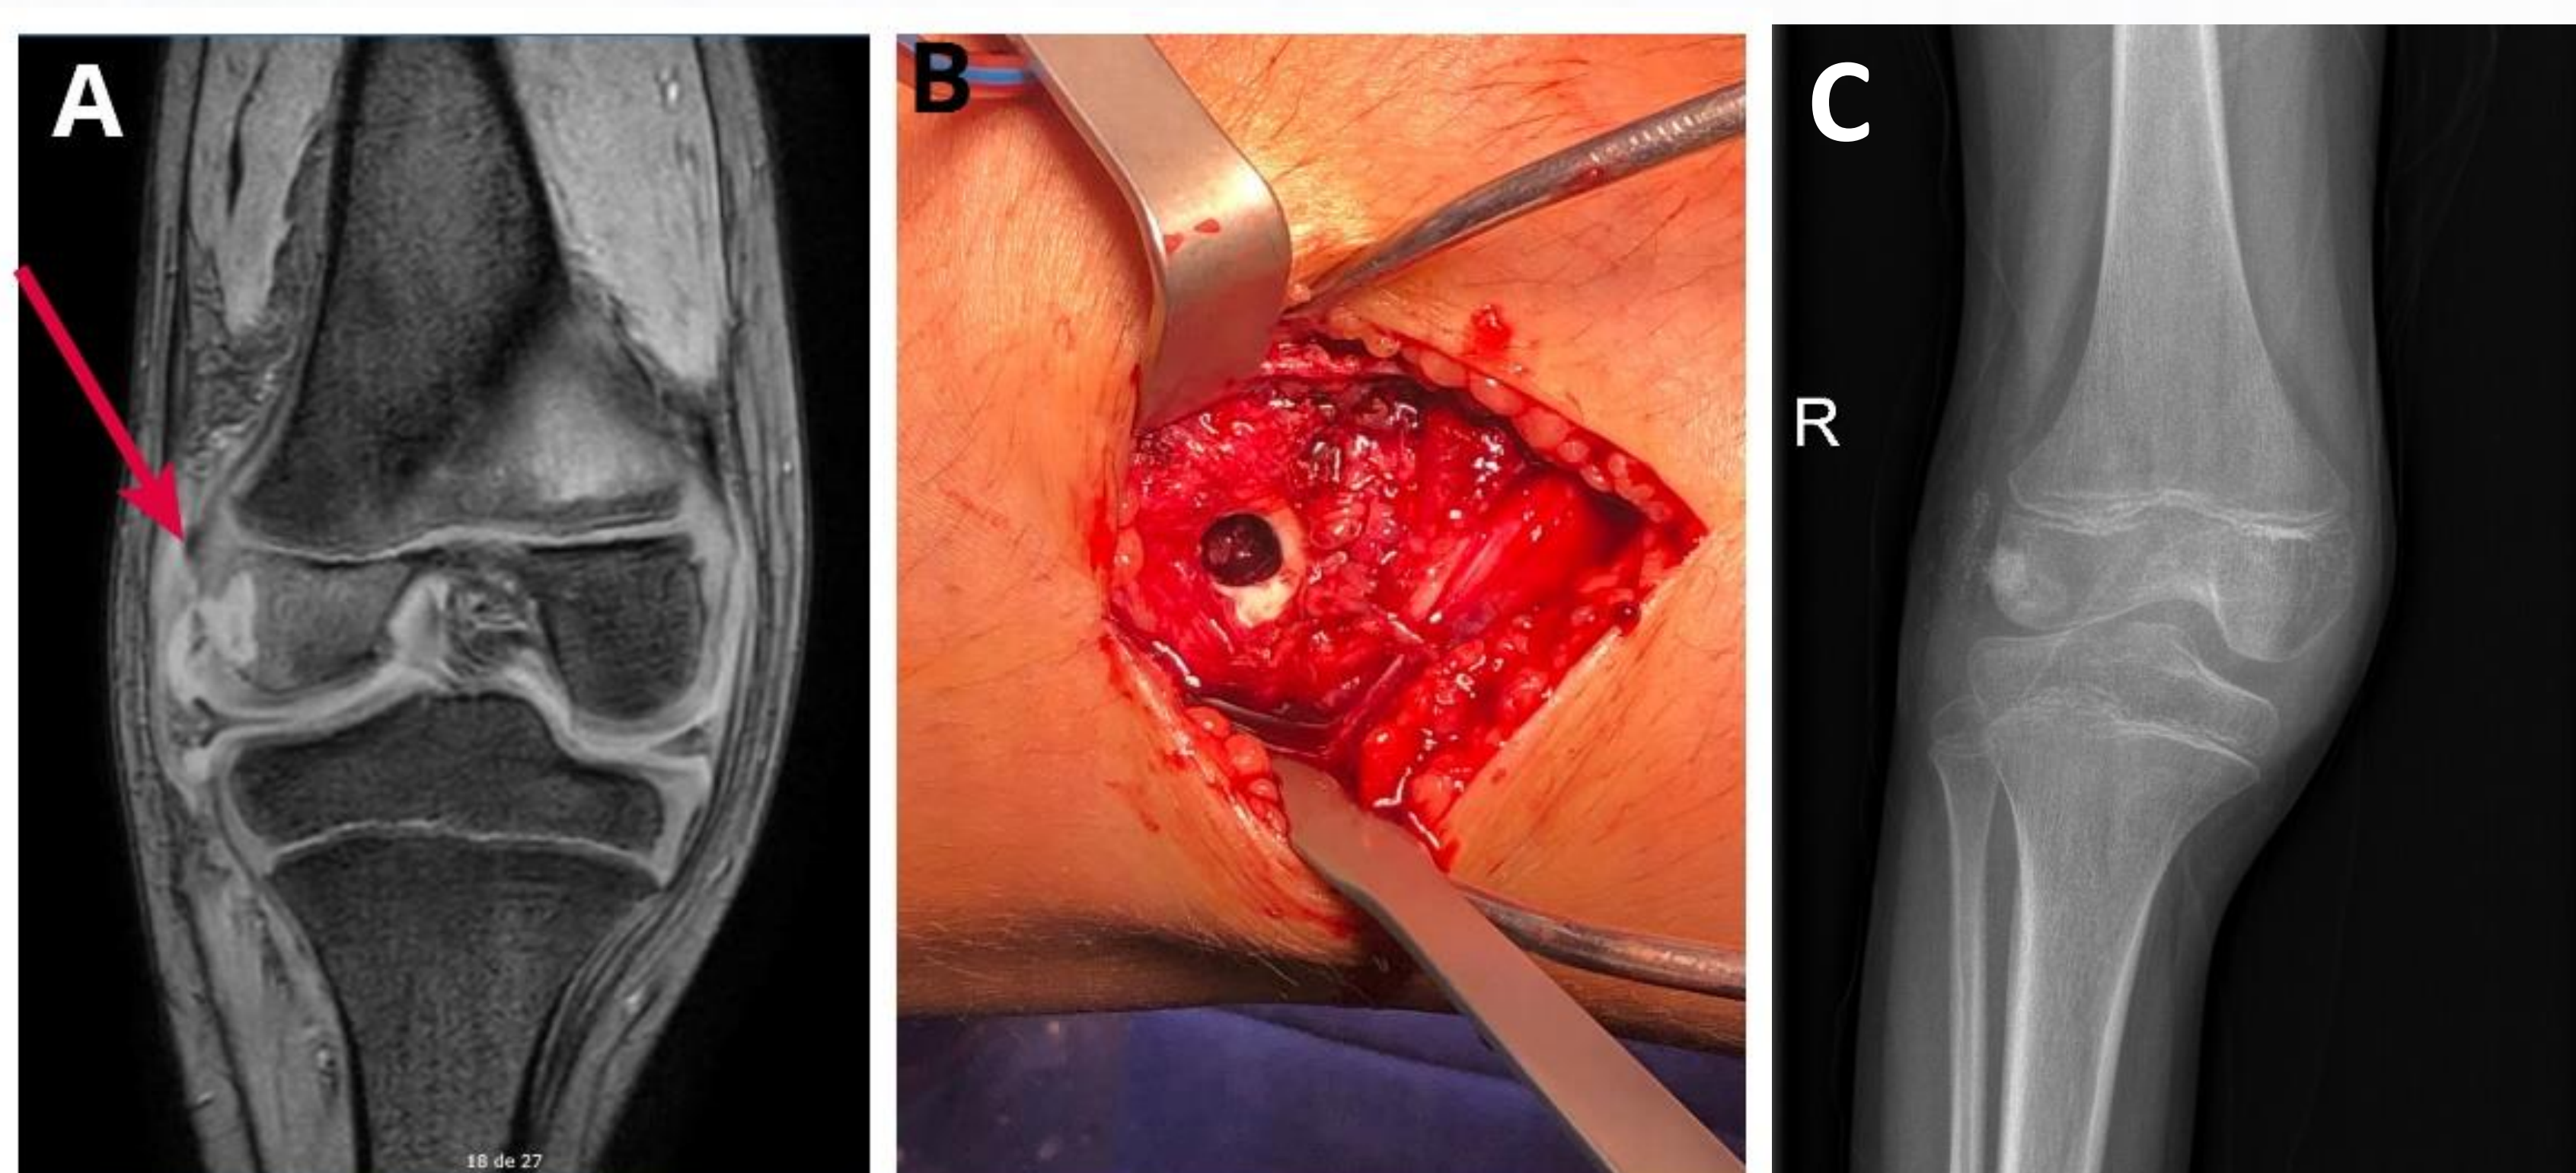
RMN diagnóstica. Figura B: imagen quirúrgica; se observa la comunicación con la cavidad articular. Figura C: Rx de control, se observa relleno de la cavidad.
